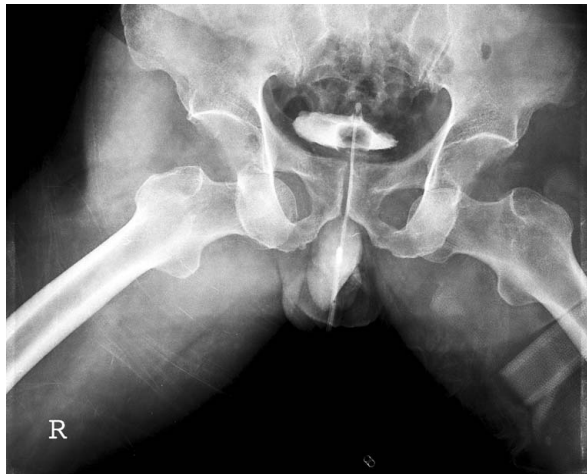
AP radiograph shows an anterior inferior dislocation of both hip joint.
